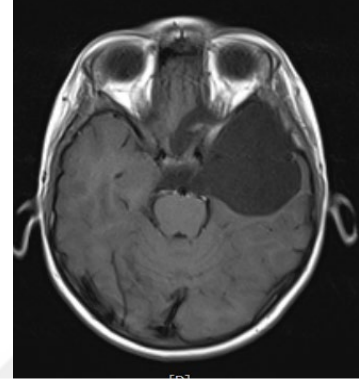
Şekil k: Postop 16. ay MRG flair koronal kesit
